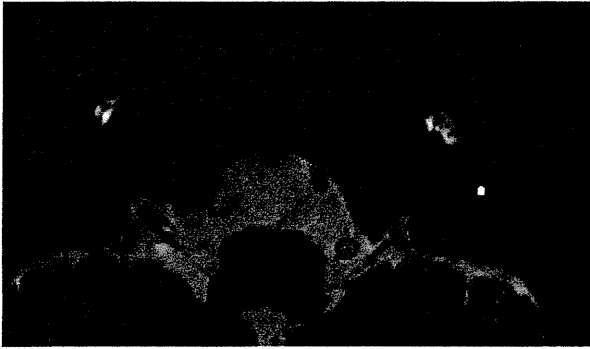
Preoperative MRI image of the cochlea. MRI demonstrated fluid content in the entire right cochlea. However, in the left cochlea, the fluid content in the scala tympani of the basal turn showed a defect, which suggested a partial occlusion.
